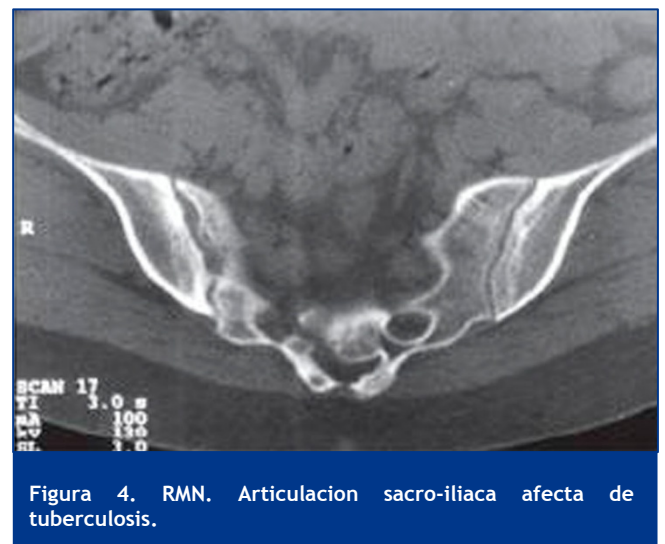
RMN. Articulación sacro-iliaca afectada de tuberculosis.
